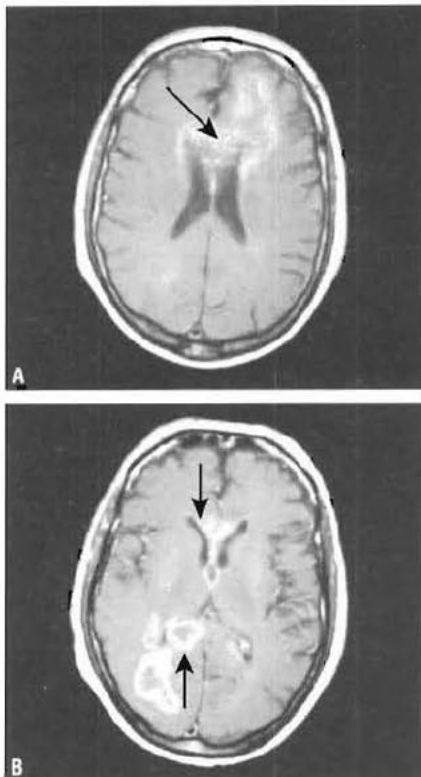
Glioblastome-IRM axiale en séquence T1 après injection de gadolinium (A) et (B). Cette tumeur hautement maligne est hypervascularisée en périphérie et atteint les deux hémisphères, traversant le corps calleux (flèches), qui fait communiquer les hémisphères.
